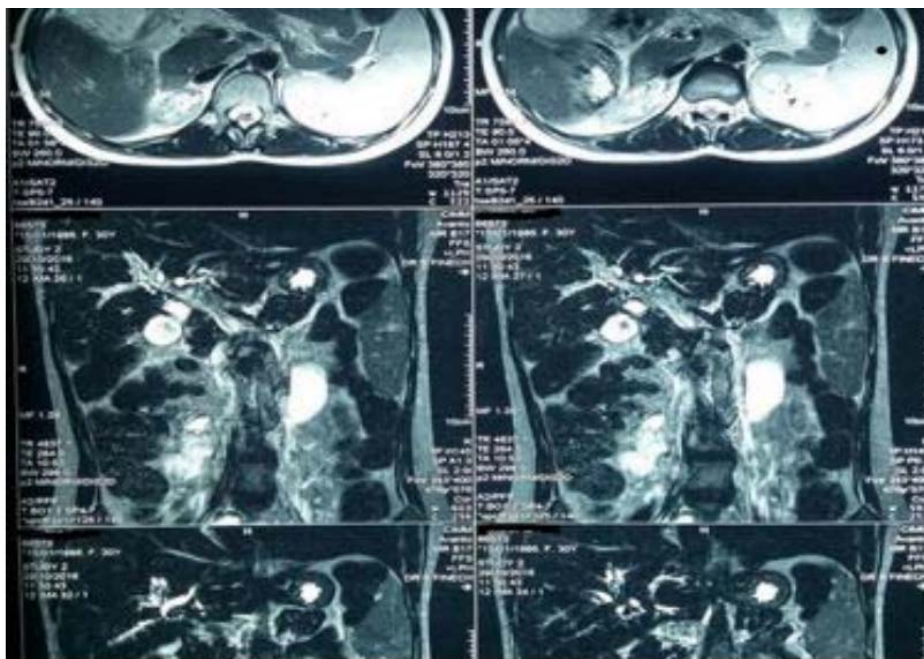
BILI-IRM : Dilatation modérée des VBH avec zone de striction au niveau de la bifurcation en faveur d'une sténose de la convergence biliaire.
